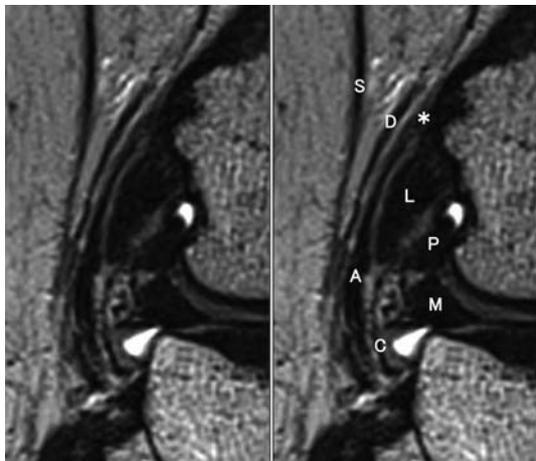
3D-MRIによる膝前外側構成体の描出 (19歳女性, 受傷後5日)
